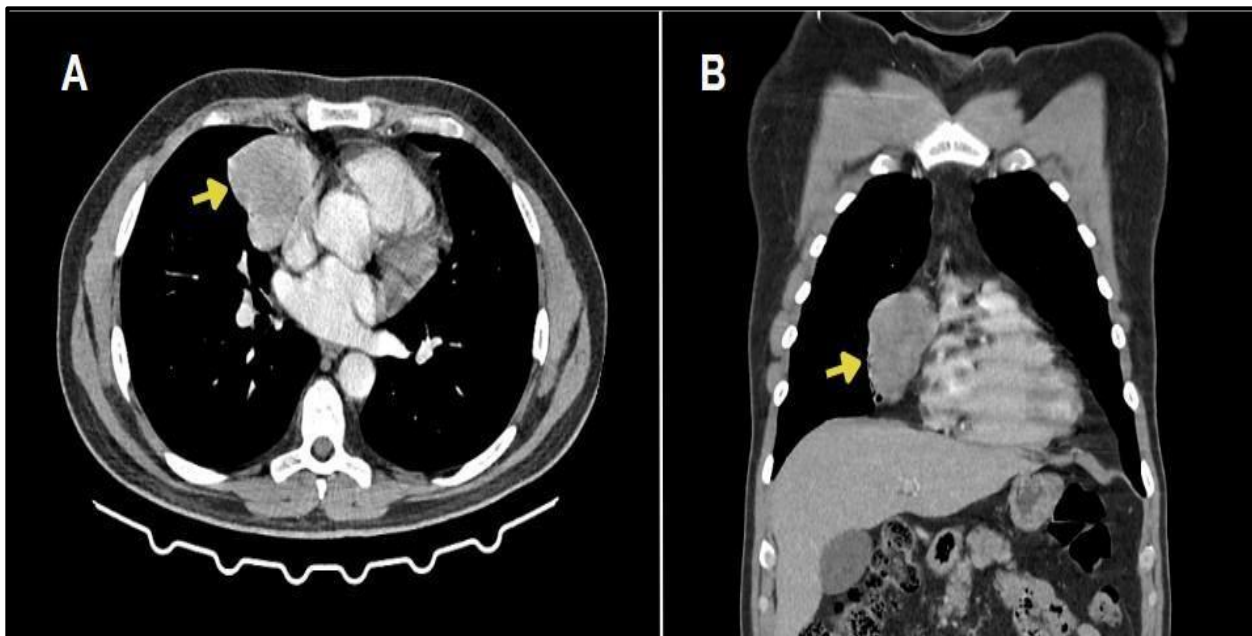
Tomografía computarizada contrastada. En el corte axial y coronal se observa imagen hipodensa con morfología lobulada que ocupa el espacio prevascular en localización paracardiaca derecha que comprime la aurícula derecha y posee aspecto de lesión benigna (flechas amarillas). A: corte axial, B: vista coronal.
